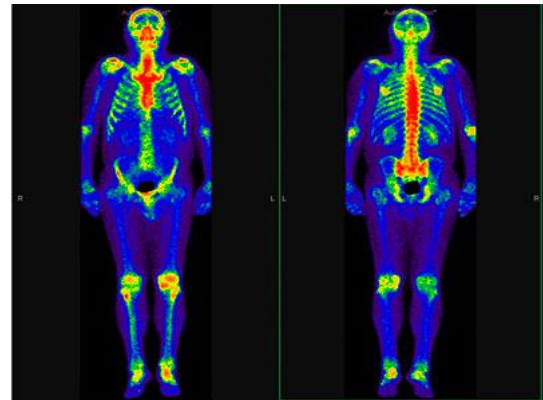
Сцинтиграма людини
